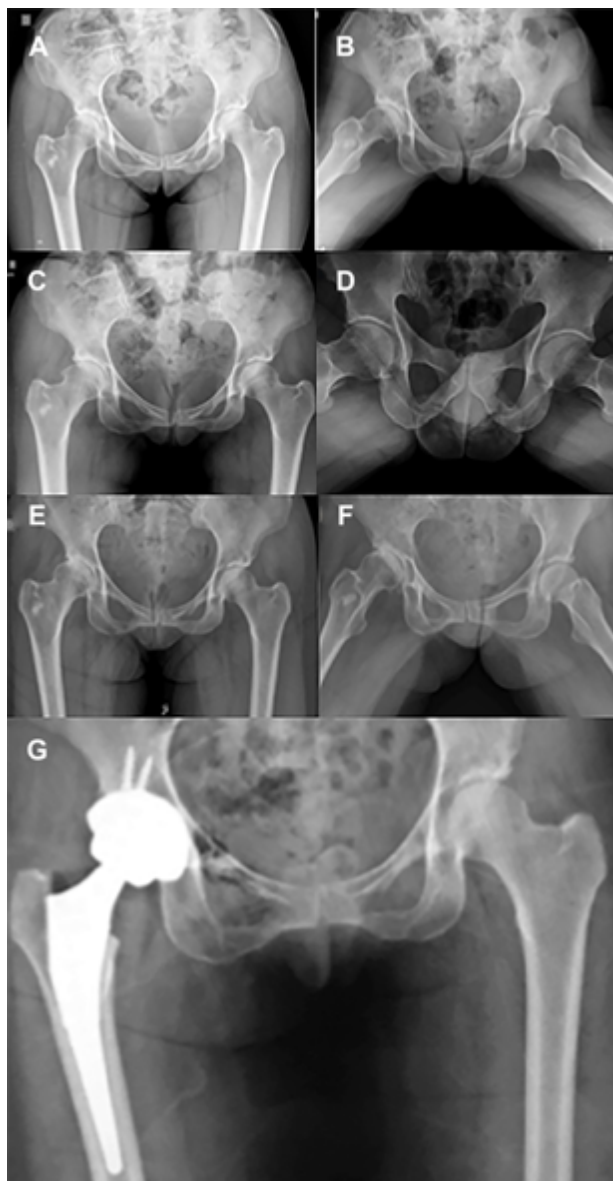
Paciente femenina, cincuenta y siete años. A) Rx frente de ambas caderas, se observa esclerosis subcondral acentuada y signo de *cross-over*. B) Rx perfil de ambas caderas. Se visualiza el aplanamiento de la transición cabeza-cuello en ambos fémures. C) Rx ambas caderas, frente. Evolución a los tres meses postoperatorios. Se observa pinzamiento de la luz articular de cadera derecha. D) En la radiografía de perfil se constata una buena resección del CAM y del quiste de impacto en cabeza femoral, con progresión de la artrosis. E) Rx de ambas caderas, frente. A los seis meses de la cirugía se presenta a la consulta con coxartrosis polar superior. F) En el perfil se puede observar luz articular colapsada en el borde superoexterno de cadera derecha. G) Rx frente de ambas caderas. A los nueve meses de evolución se realizó la artroplastia total de cadera derecha.
